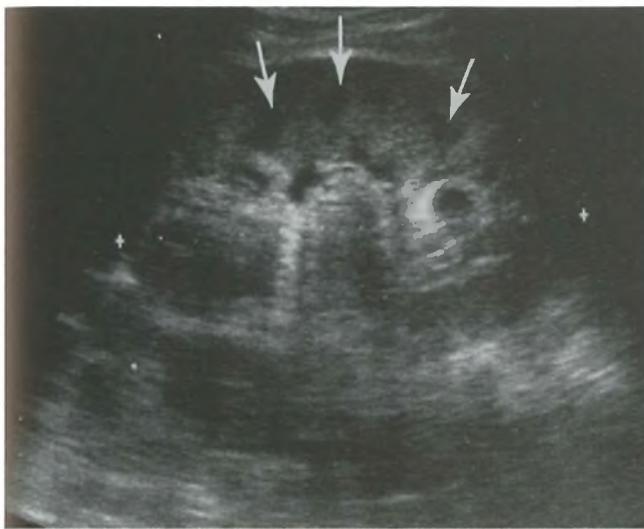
Glomerulonefrite mesangioproliferativa: l'ecografia mostra un marcato aumento volumetrico del rene, incremento dell'ecogenicità parenchimale e spiccata evidenza delle piramidi (frecce) per fenomeni di edema.
